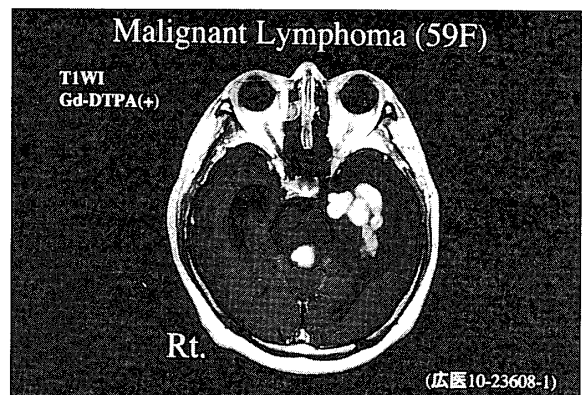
T1 weighted image of brain MRI enhanced with Gd DTPA
